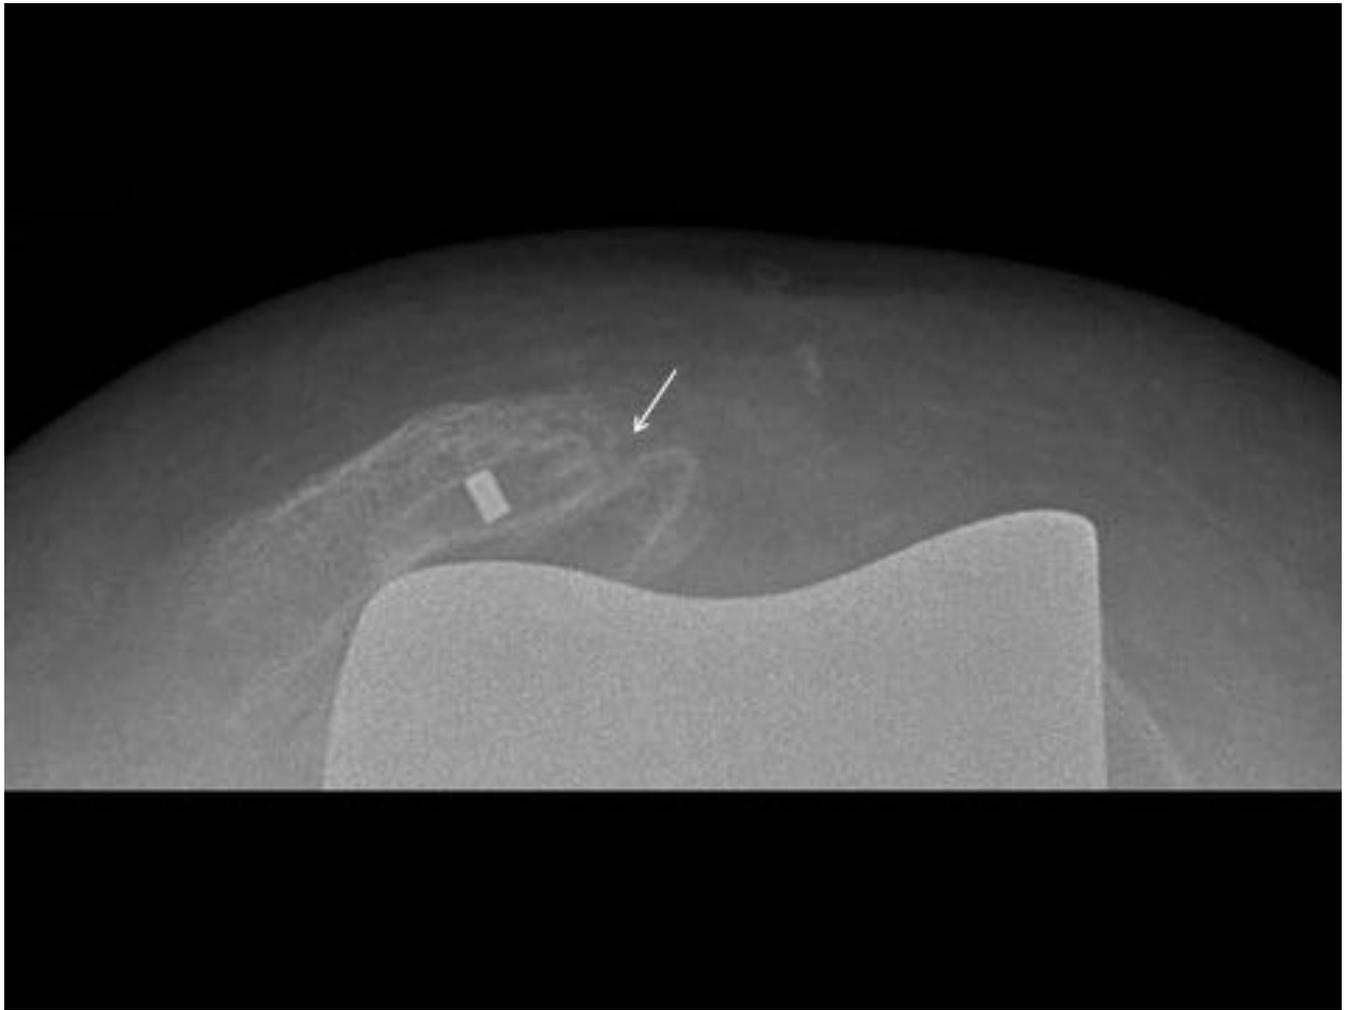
Inestabilidad del botón patelar. Mujer de 69 años, 6 años después de la artroplastia total de rodilla. La radiografía axial muestra un desplazamiento patelar con aflojamiento y rotura no desplazada del botón protésico (flecha).
